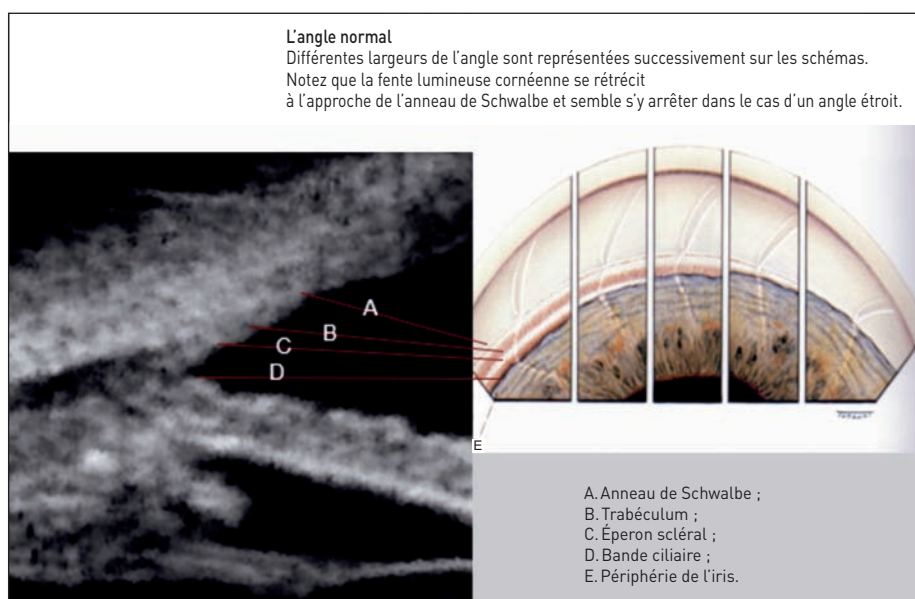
Correspondance clinique/échographique.
